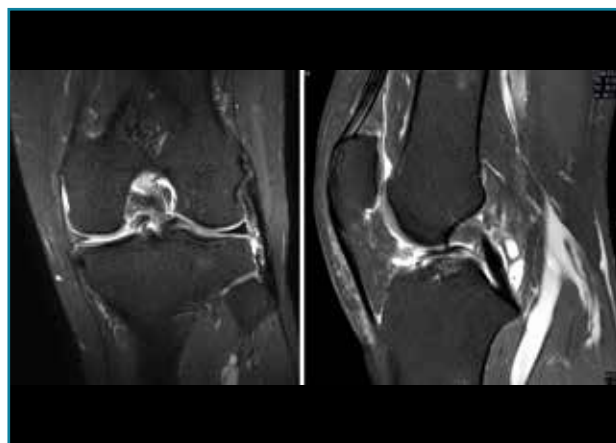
Corte de secuencia coronal y sagital de resonancia magnética de rodilla: rotura en asa de cubo del menisco interno con fragmento desplazado al intercóndilo.
